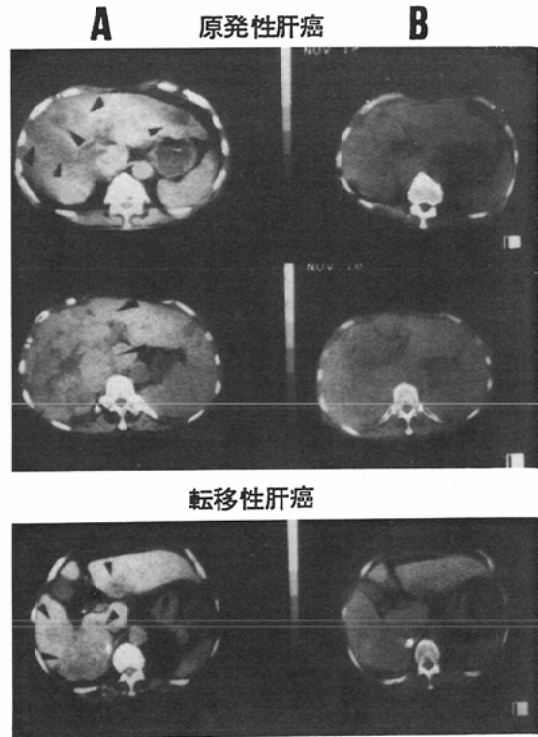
Qualitative consideration of CT images. Difference between two different machines (same patients).
